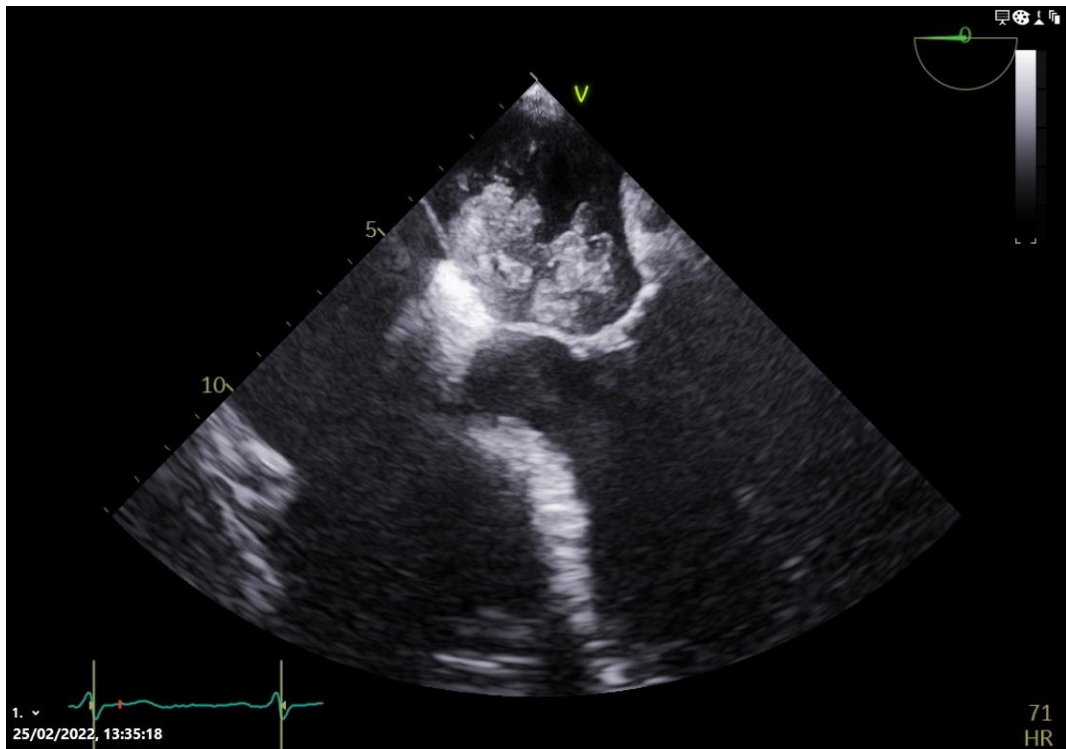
Estudio de ecografía transesofágica de un mixoma en la aurícula izquierda. Se aprecia como la masa se asienta en la pared de la aurícula y protruye hacia el interior de dicha cavidad.
